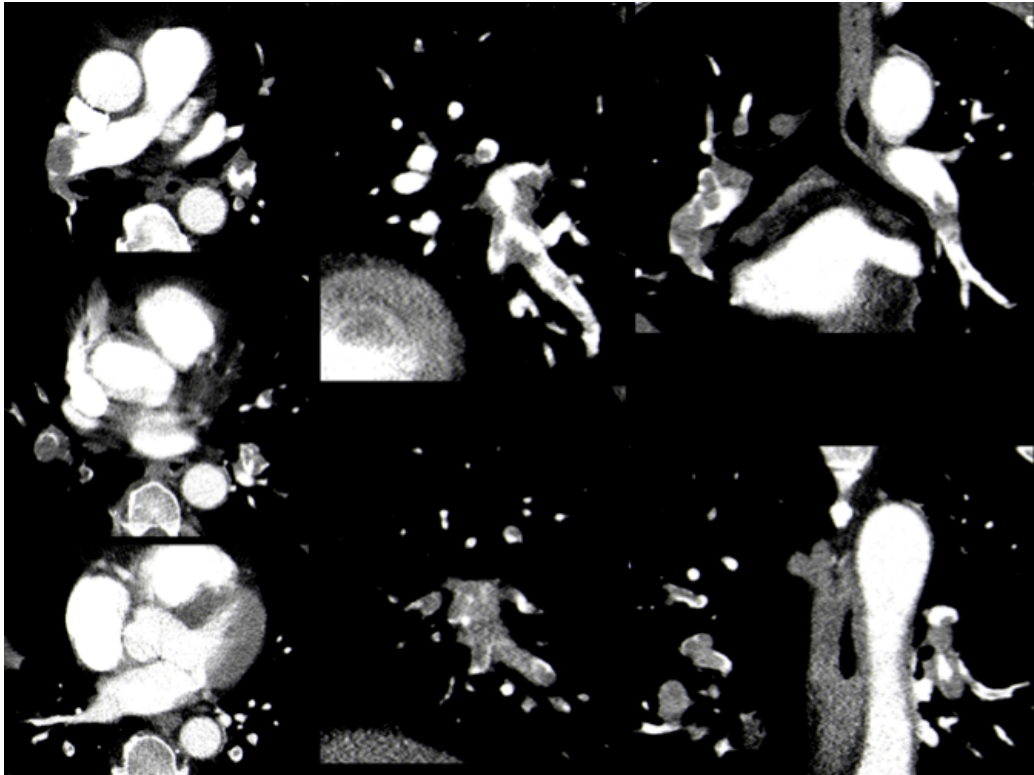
CT bei bilateraler zentraler LAE ohne hämodynamische Relevanz.
